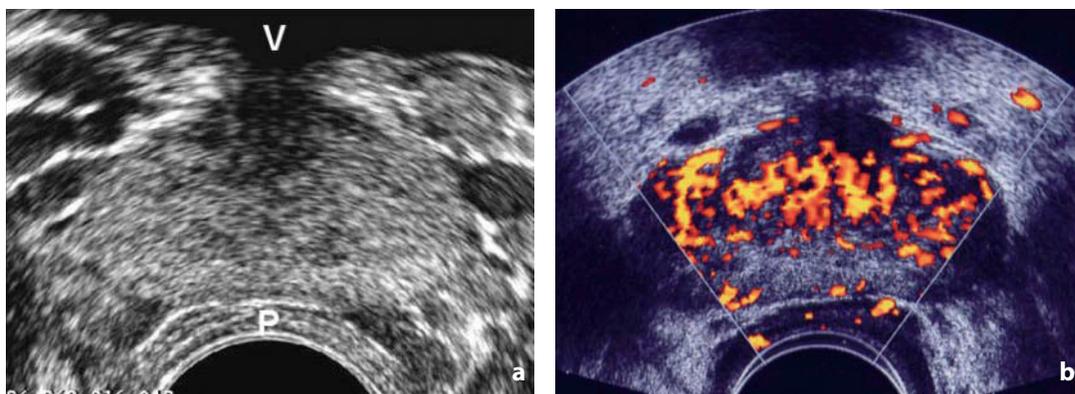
Ecografia. Prostata normale in giovane adulto. Scansione assiale. a La struttura ghiandolare è omogenea, grossolana, senza chiara distinzione tra porzione centrale e periferica. V = vescica; P = parete dell'ampolla rettale. b Dimostrazione della normale vascolarizzazione al controllo power-Doppler
